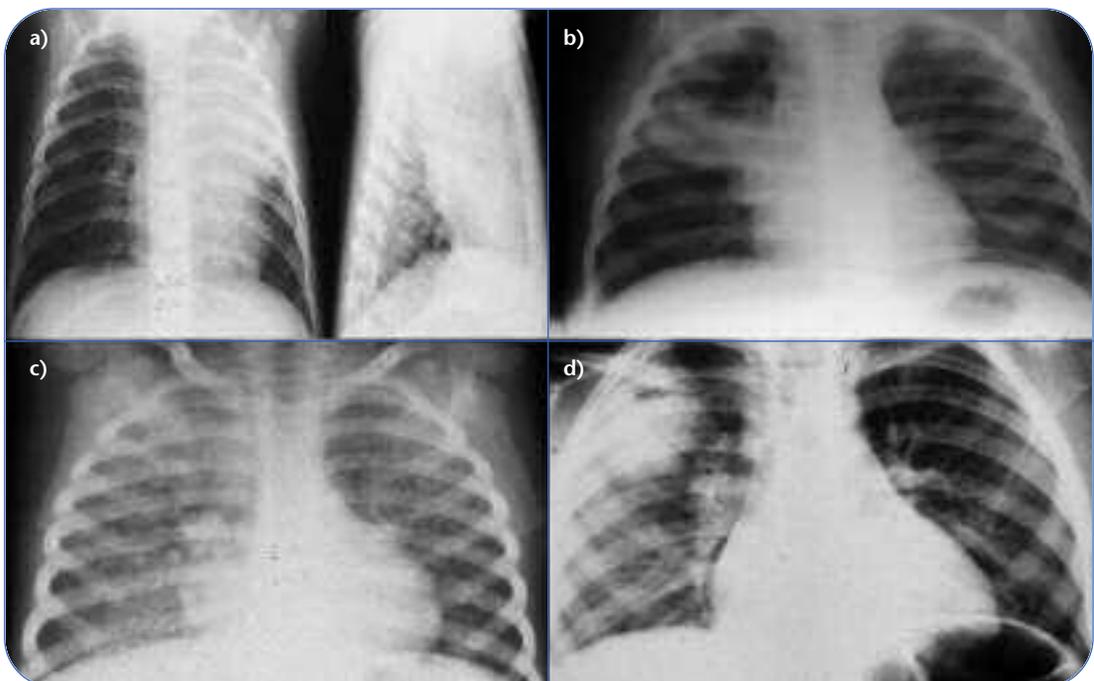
Differenti quadri radiografici di presentazione della TBC polmonare in età pediatrica. a) estesa opacità del lobo superiore sinistro; b) linfadenopatia ilare e opacità lobo medio destro; c) miliare tubercolare; d) caverna tubercolare del lobo superiore destro.
